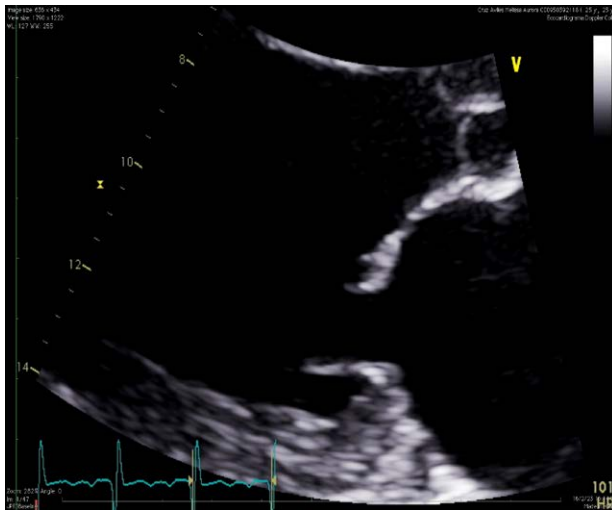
Ecocardiograma: Insuficiencia mitral severa por prolapso de velo anterior y ruptura de cuerda tendinosa, Carpentier tipo II.
